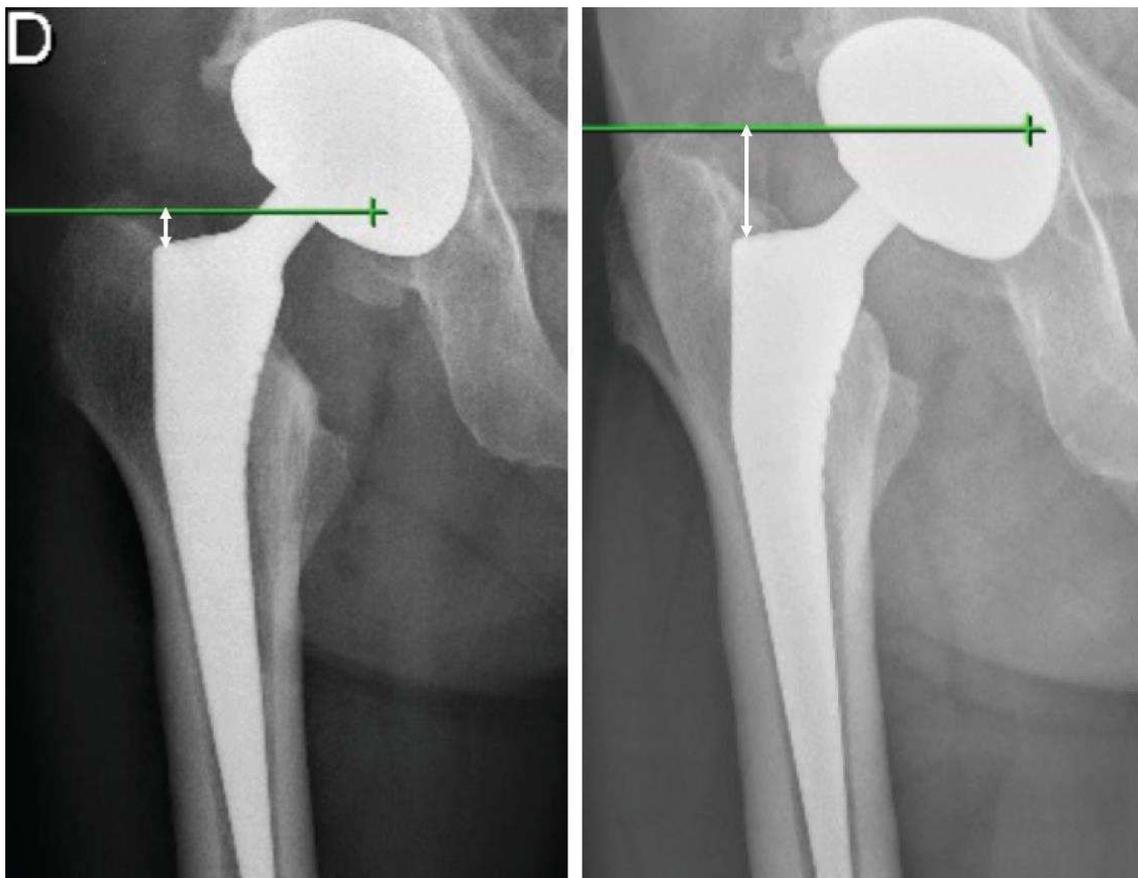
Radiographies à 27 mois d'intervalle. Méthode de mesure de la migration de l'implant fémoral. Noter l'absence d'atrophie du calcar et de ponts osseux témoins d'une mauvaise ostéo-intégration.
